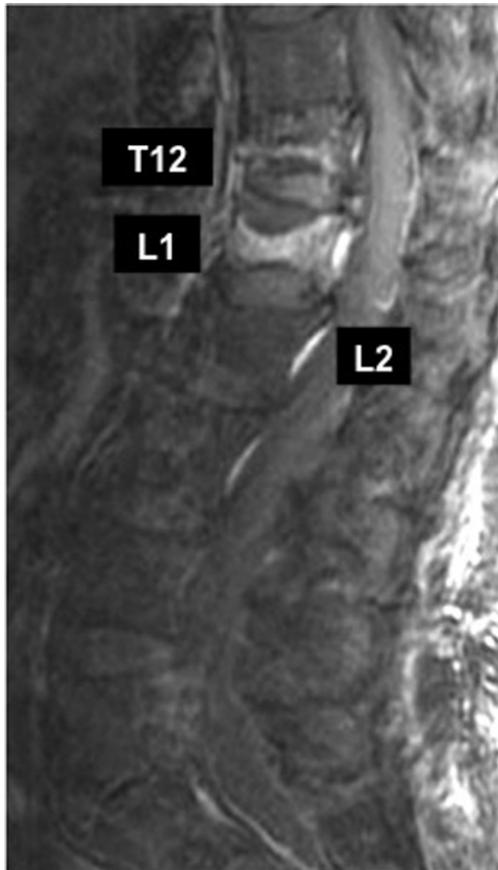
Acute T12-L1 and chronic L2 osteoporotic vertebral compression fractures is shown in the same MRI image. In acute fractures there is typically abnormal contrast enhancement seen on T1 weighted scans with fat saturation.
